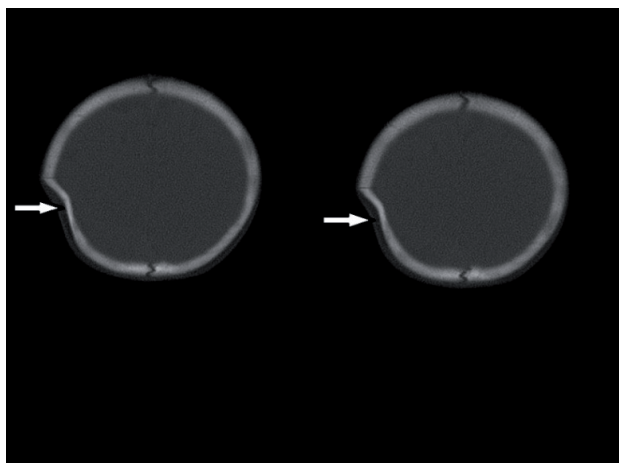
Native CT aspect (bone window) – left parietal “ping-pong” skull fracture
